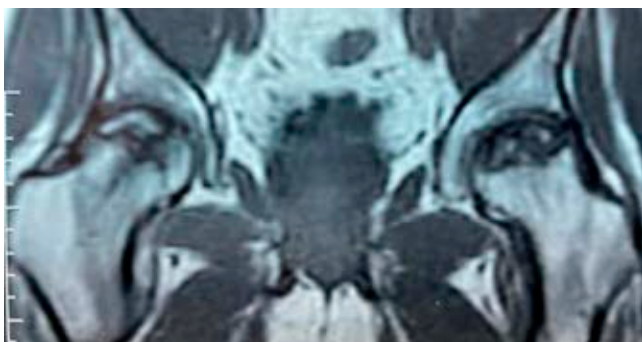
Resonancia magnética nuclear con imagen de necrosis de cabeza femoral sin colapso de la superficie articular.
